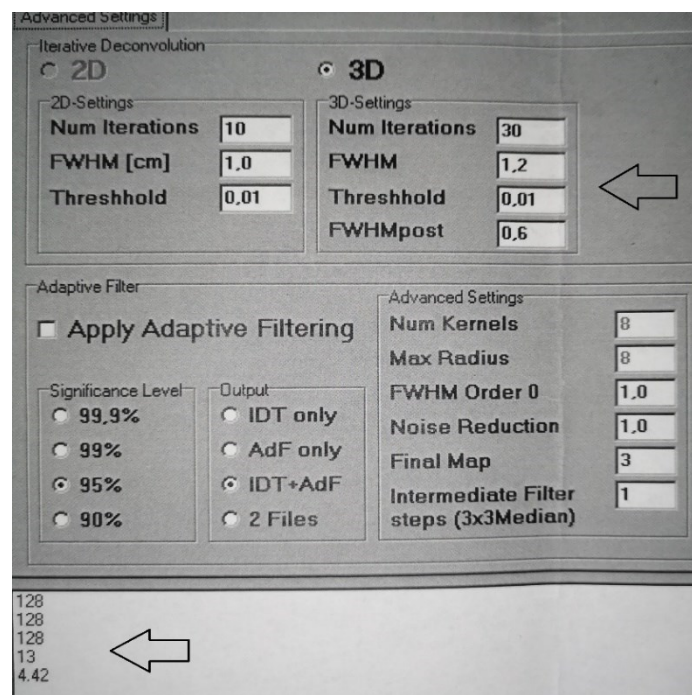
Verwendete Parameter (oberer Pfeil) für die Nachbearbeitung der dreidimensionalen SPECT-Bilder: 30 Iterationsschritte, Halbwertsbreite 1,2 cm FWHM (full width at half maximum) der Punkt-Abbildungsfunktion (PSF) und einer Nachglättung (3D-Gauss) mit einer Halbwertsbreite von 0,6 cm. Die Zahlen links unten (unterer Pfeil) stellen die Matrix, bzw. die Pixelgröße dar.
